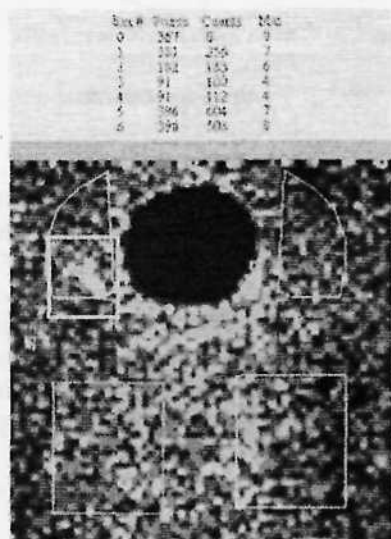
Лимфосцинтиграмма. Накопление радиофармпрепарата у пациента 2-й подгруппы 4-й группы произошло в проекции туберкулёзного поражения (отмечено жёлтым контуром)
